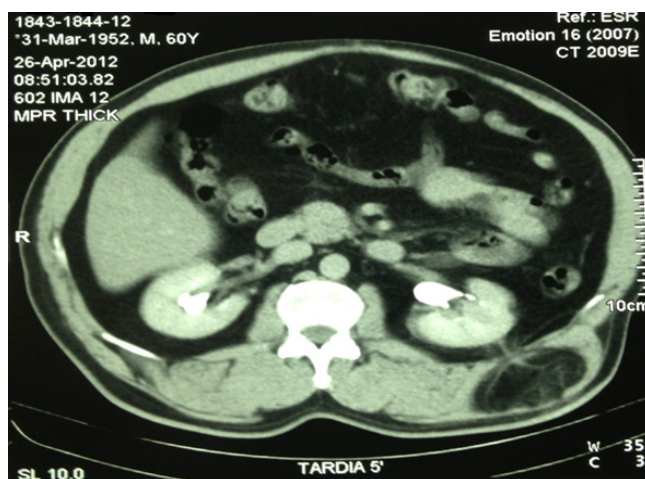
Tomografia computadorizada de abdômen evidenciando hérniação lombar à esquerda com comunicação desta para o espaço pararenal.
